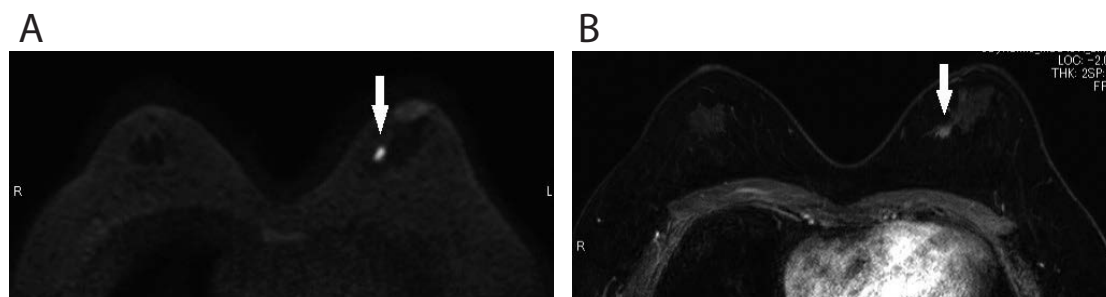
乳房ダイナミックMRI検査(2022年3月)
